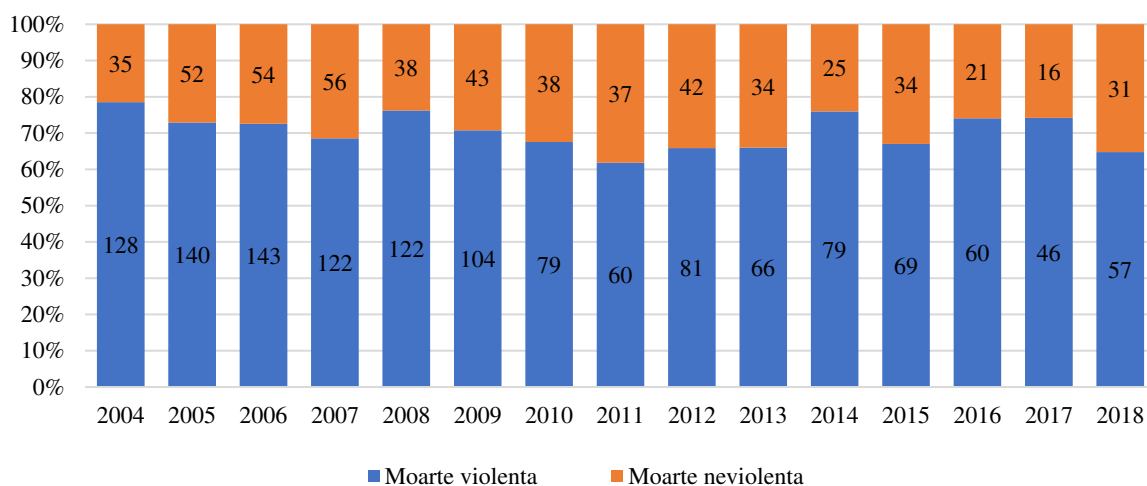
Structura mortalității intraspitalicești în zona Sud a RM pe ani (2004-2018)
